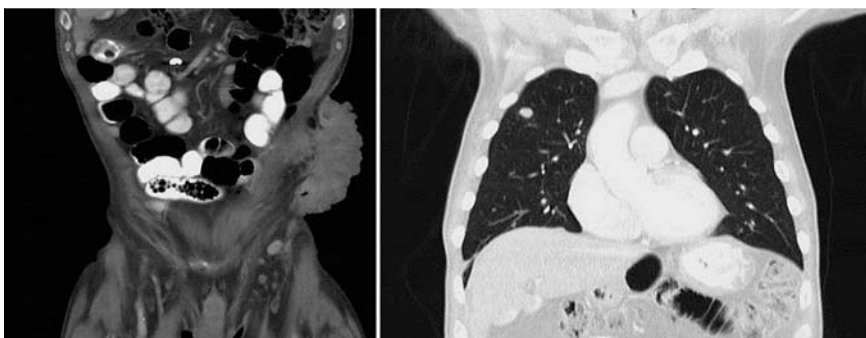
Multiple Metastasen in CT Abdomen und CT Thorax.
